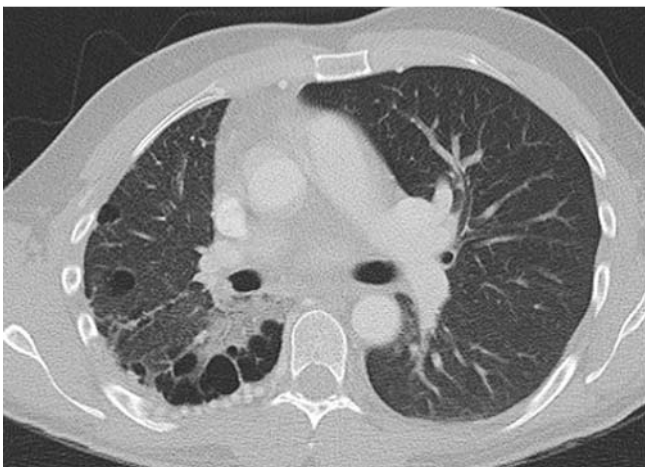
Patient 3/CT-Thorax: Bronchiectasen der Lunge bei re. UAPA
